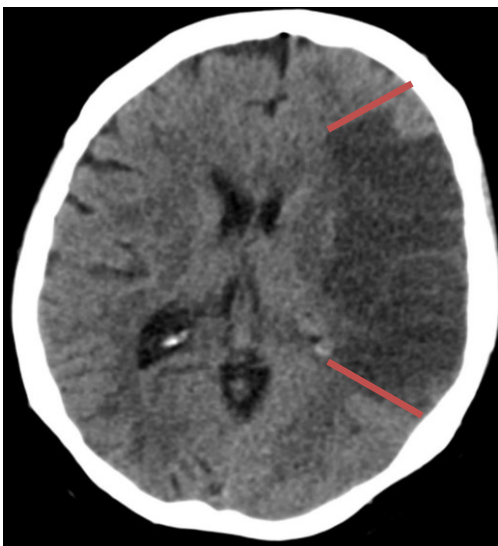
CT Darstellung eines Insultes im Versorgungsgebiet der A. cerebri media
